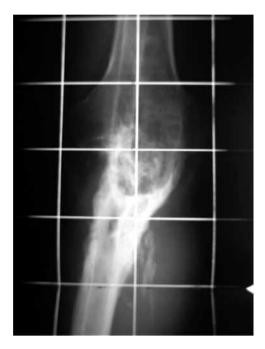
Radiografía posterior a retiro de clavo centromedular.
